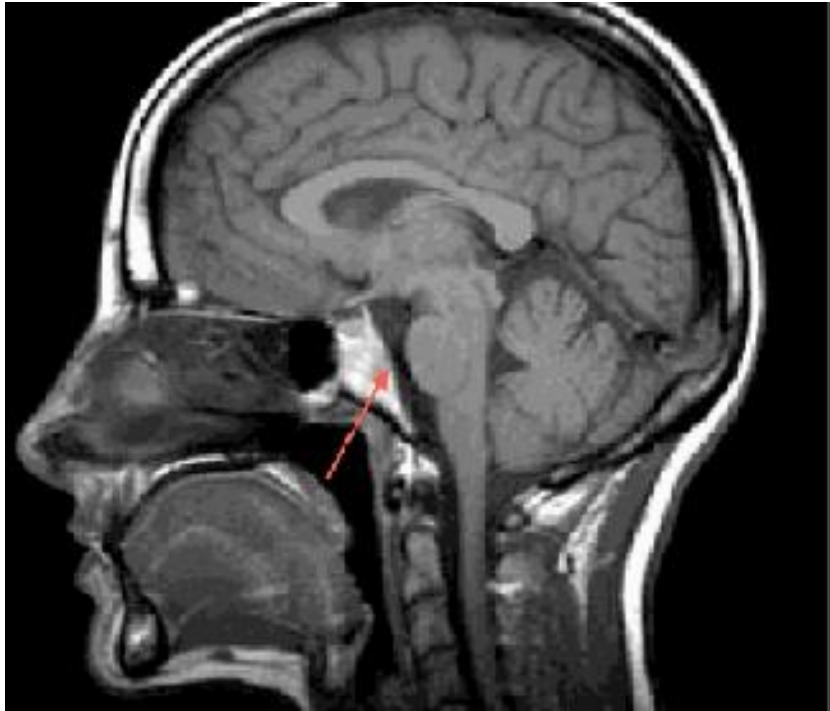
IRM T1 coupe sagittale montrant les rapports du sinus sphénoïdal avec l'étage cérébrale postérieure (Flèche rouge).
